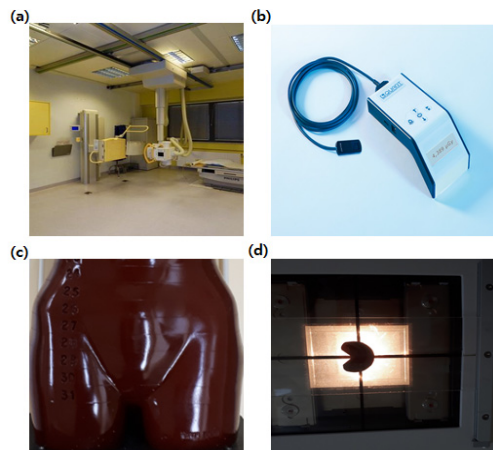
The figure shows the equipment used in the experiment: (a) digital radiography system; (b) dosimeter; (c) the pelvis of Rando phantom; and (d) shielding material
